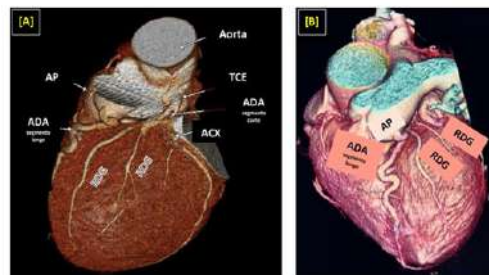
(A) e (B) – Angiotomografia cardíaca mostrando dupla origem de artéria descendente anterior (ADA), segmento longo (terço médio/distal) com origem de artéria pulmonar (AP) e segmento curto (terço proximal) com origem do tronco da coronária esquerda (TCE). A ADA com origem de TCE emitindo dois ramos diagonais (RDG) e grande importância anatómica.
